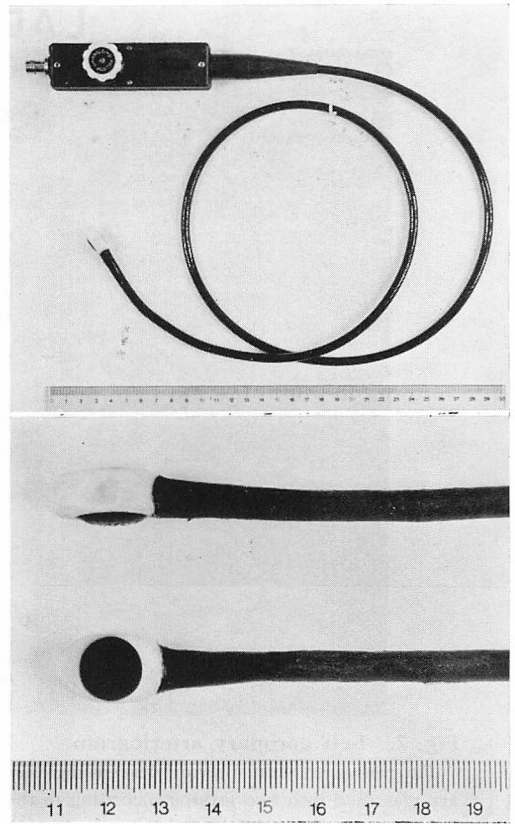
Photograms of the esophageal echocardiographic transducer.
